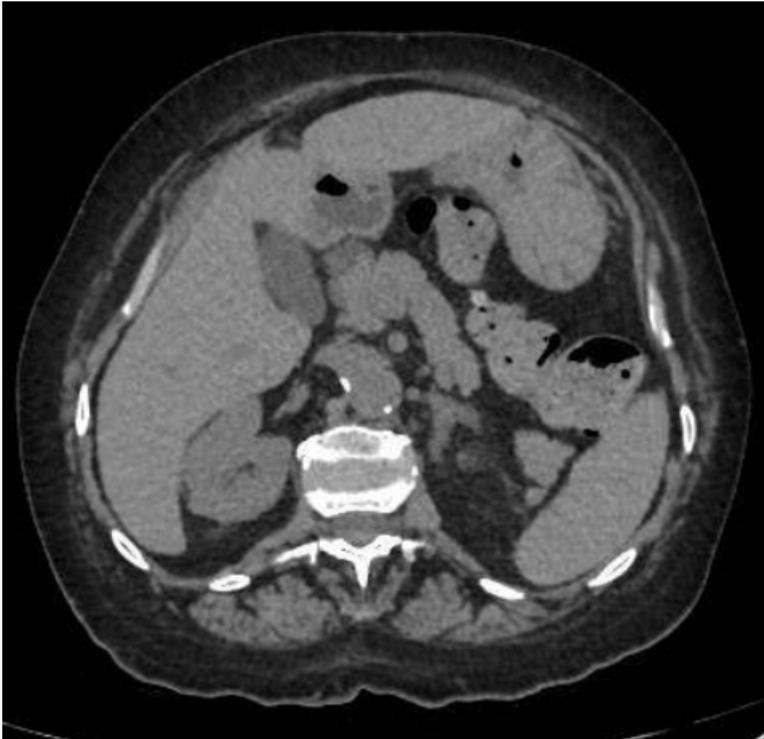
Tomografía axial computerizada con contraste de abdomen que muestra tumefacción de la cabeza pancreática, con cambios inflamatorios.
